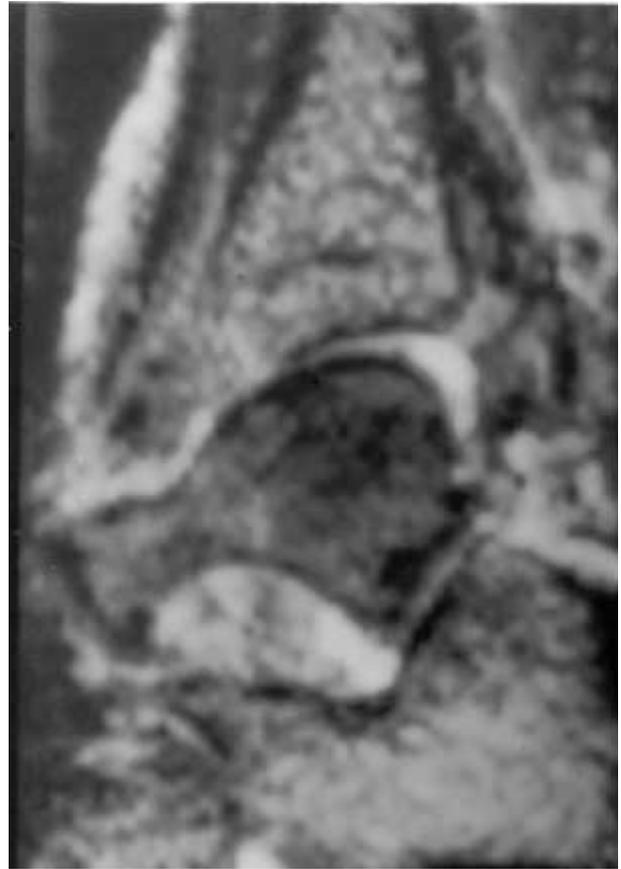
Fibrose de l'articulation sous-talienne à l'IRM
